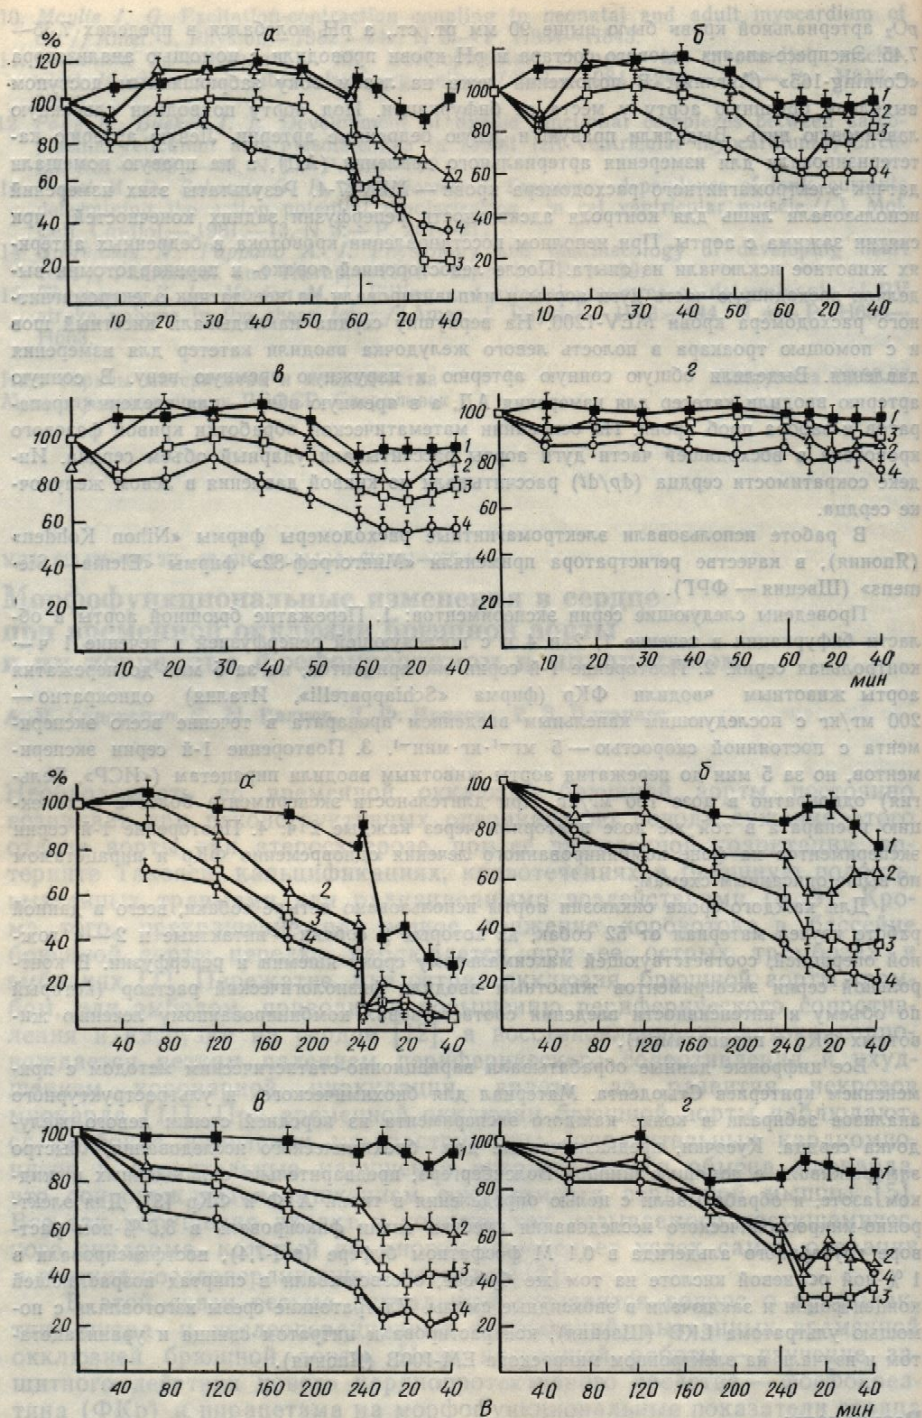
Динамика изменений частоты сердечного ритма (2), показателя сократимости сердца (4) при одночасовой (А), брюшной аорты и 40-минутной реперфузии (В).
